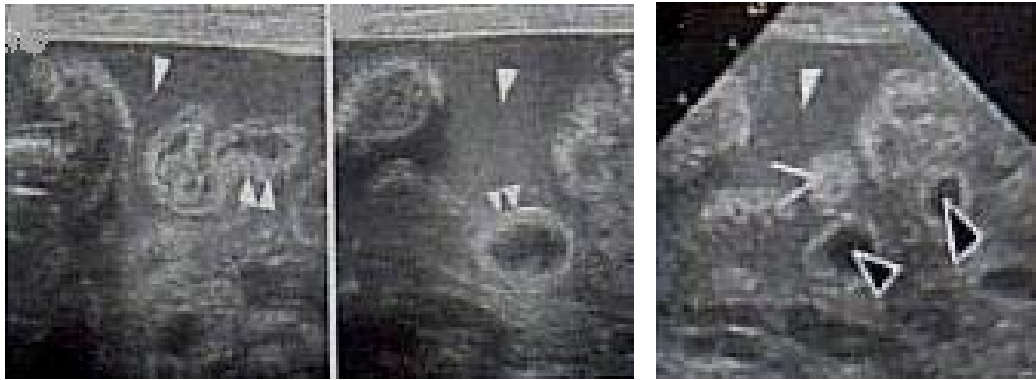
УЗИ сканирование новорожденного с некротическим энтероколитом в IV стадии. Определяется большое количество гипоэхогенного содержимого в брюшной полости (гнойный выпот с примесью каловых масс, белая стрелка), в некоторых петлях кишечника определяется жидкостное содержимое (контурные стрелки), другие спазмированы (открытая стрелка), фрагментарное выраженное утолщение кишечной стенки (парные белые стрелки).
